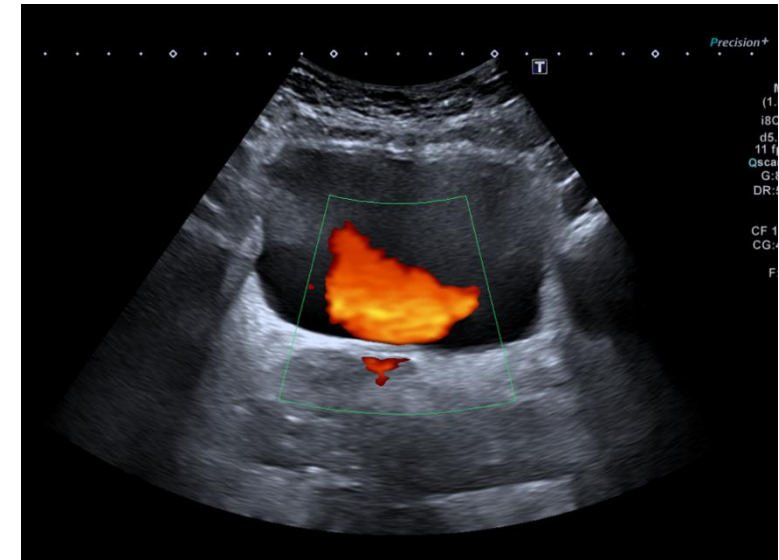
Visualización de jets ureterales con ventana Doppler
